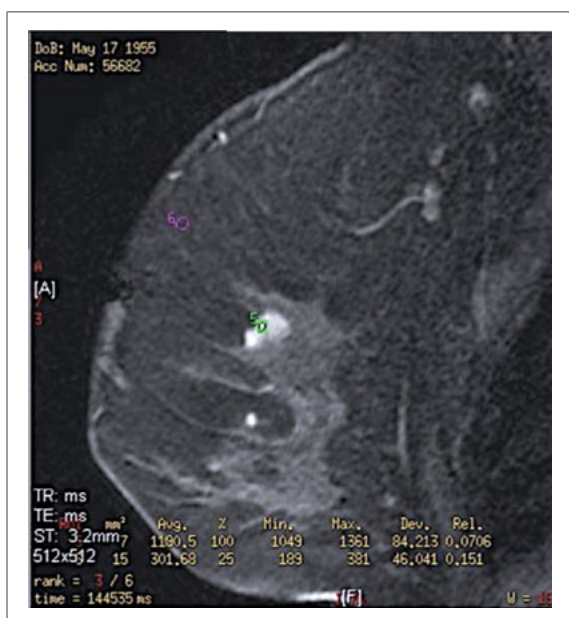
Imagen por resonancia magnética de fibroadenoma.
